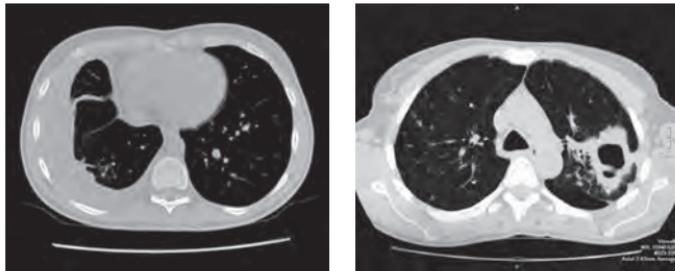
КТ-картина при туберкулезе
